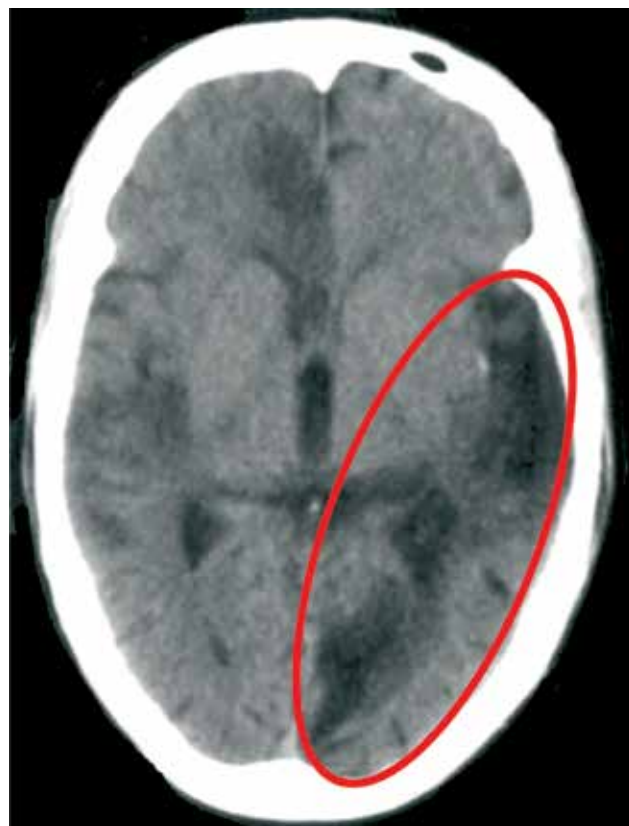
КТ головного мозку 43-річного ВІЛ-інфікованого пацієнта з геміпарезом.
